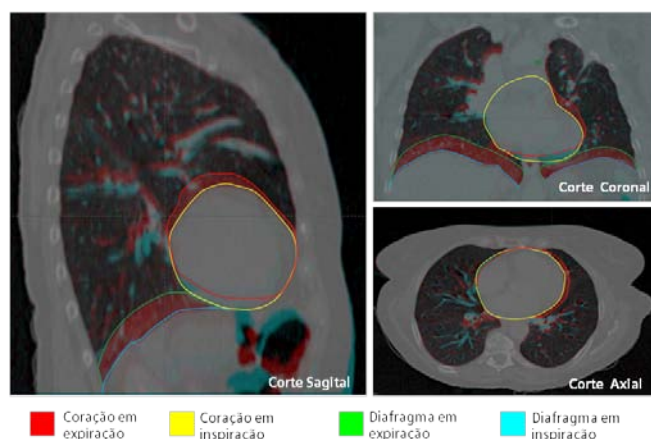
Imagens de CT representativa dos movimentos respiratórios. Adaptado de [87]
